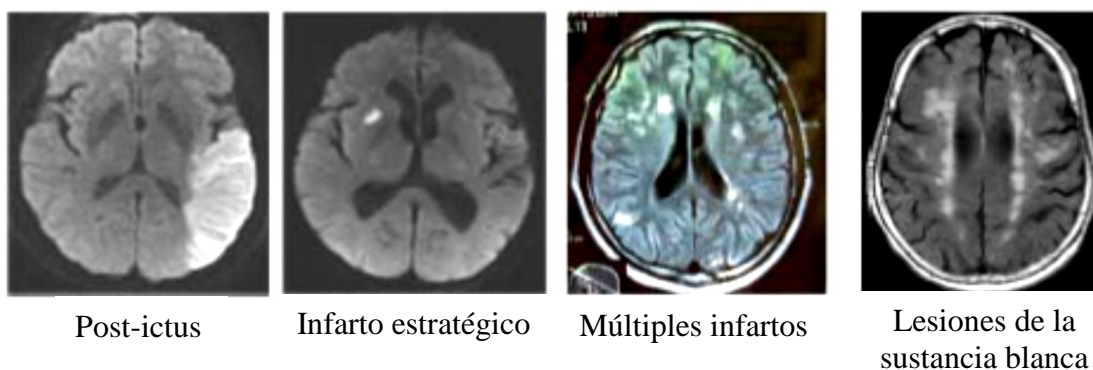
Imágenes de resonancia magnética de las lesiones cerebrales causantes de la demencia vascular<sup>9</sup>
